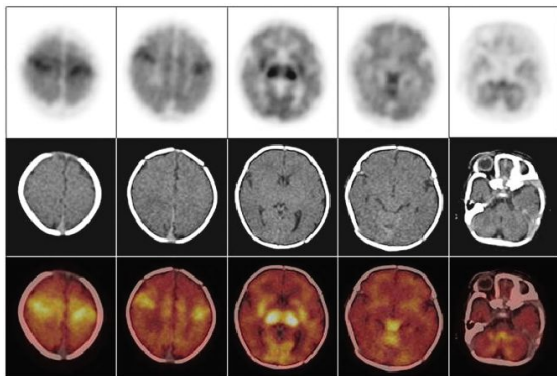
健康新生儿 ^{18}F -FDG PET/CT 脑显像图
